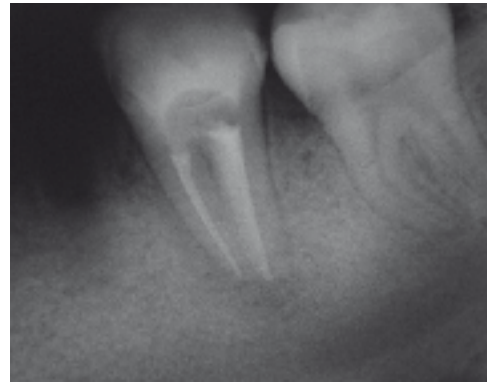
Radiographie de contrôle à 6 mois confirmant la cicatrisation.
